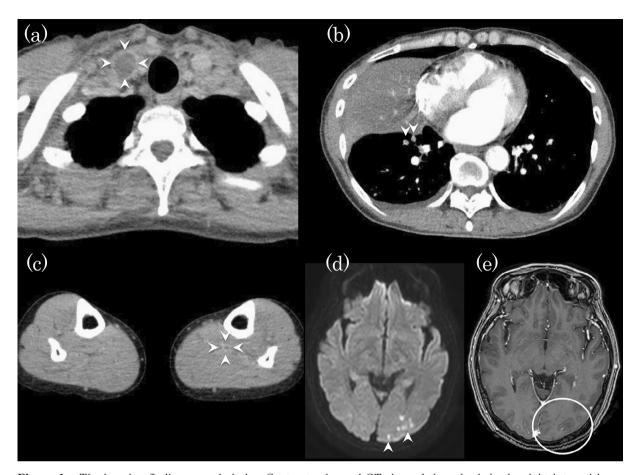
The imaging findings on admission. Contrast-enhanced CT showed thrombosis in the right internal jugular vein (a), the medial basal segmental artery of the right lung (b) and the left posterior tibial vein (c). Each of the arrowheads indicate thrombosis. Brain MRI showed multiple acute/subacute cerebral infarctions with areas of high signal intensity on diffusion-weighted imaging (arrowheads) (d); a non-enhanced lesion was observed on contrast-enhanced T1-weighted imaging (white circle) (e).
